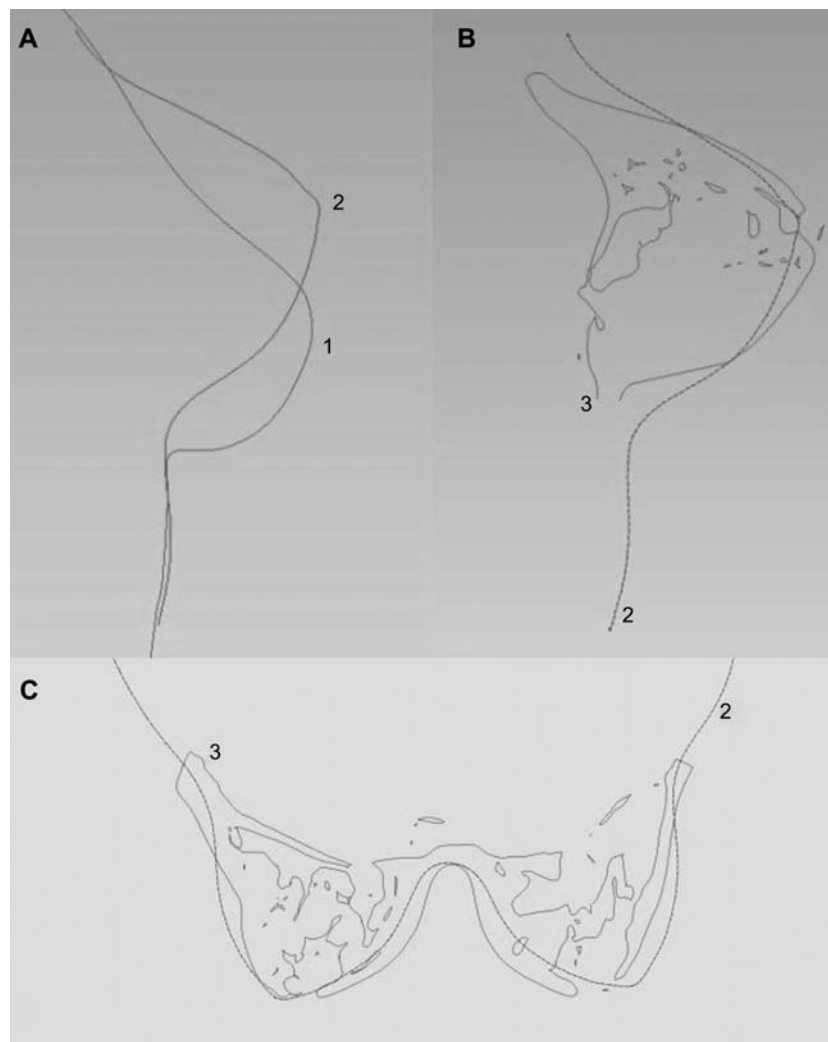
Formveränderung der Brust in verschiedenen Körperpositionen und Erfassungstechniken; sagittale 2-D-Überlagerung des 3-D-Oberflächenmodells der Brust in (A1) stehender und in (A2) liegender Position. (B) Sagittale und (C) horizontale 2-D-Überlagerung des 3-D-Oberflächenmodells der Brust in liegender Position (B2, C2) mit dem MRT-basierten 3-D-Brustmodell in liegender Position (B3, C3).
